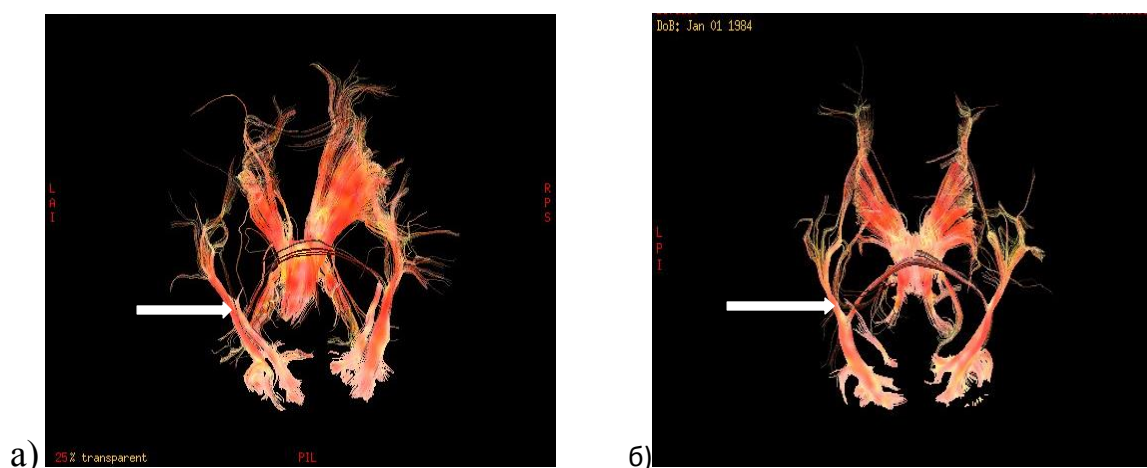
МРТ-трактография больного Н., 1977 г.р.: а) до лечения - передние волокна затылочных щипцов истончены и прерываются на месте контакта со ЗЛ. б) после лечения - патологических изменений волокон путей проводимости не выявлено (основная группа).
